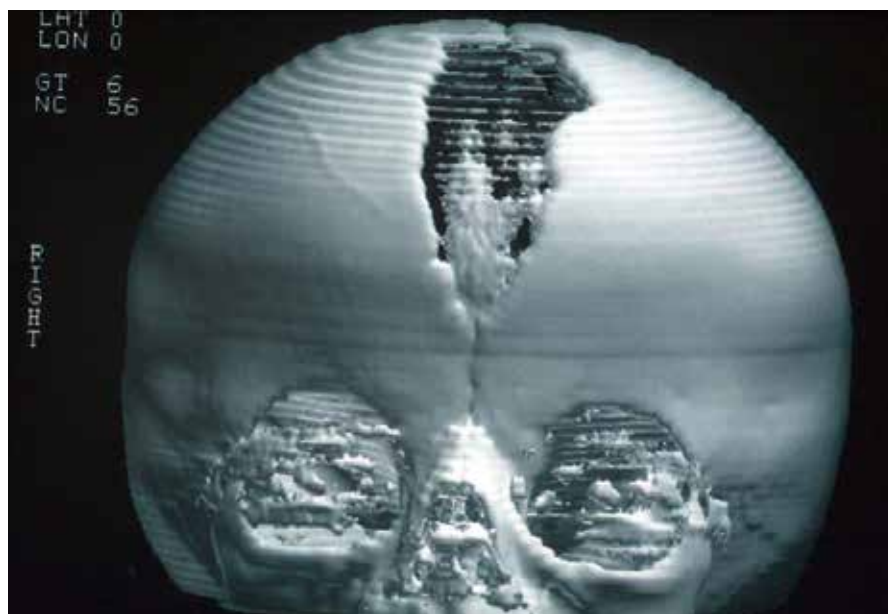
Das 3D-CT eines Brachycephalus. Es zeigt die beiden bis in die Schädelbasis verknöcherten Koronarnähte, wobei die frontale Fontanelle druckbedingt weit geöffnet ist
